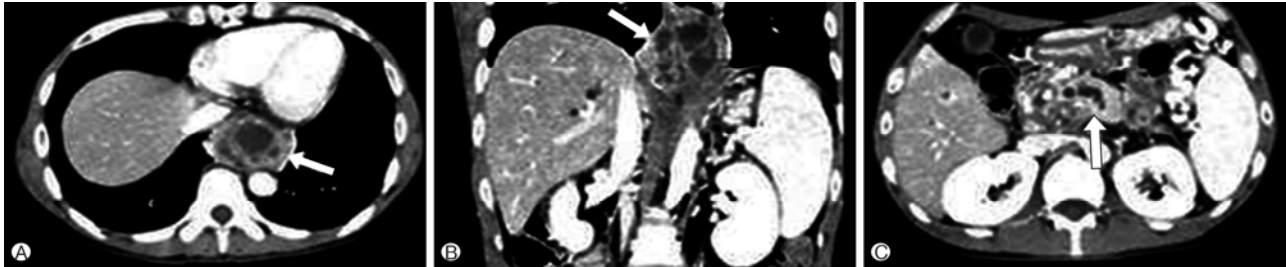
Axial and coronal images of the contrast-enhanced abdominal computed tomography shows a multiseptated cavitory cystic lesion, with a size of approximately 5 cm (arrow), on the posterior mediastinum compressing the distal esophagus (A, B). Dilatation of the main pancreatic duct and fluid collection around the distal pancreas (arrow) is observed (C).
